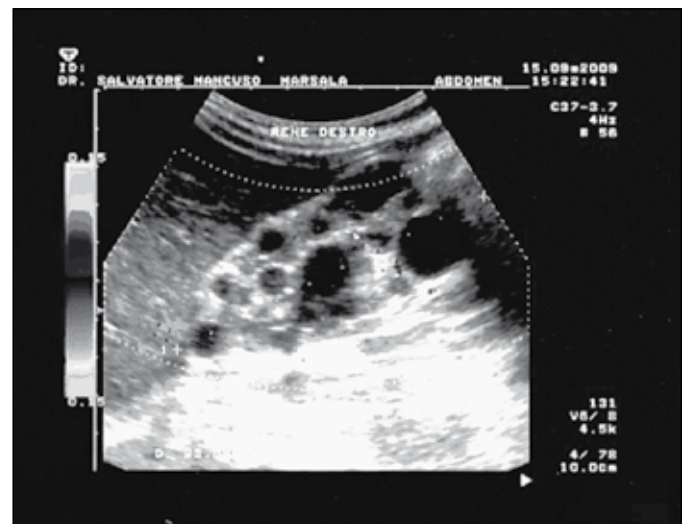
Caso clinico 3. Terzo studio ecografico. Ulteriore assottigliamento del mantello parenchimale, con scarsa differenziazione parenchimo-pielica e presenza di numerosi, centimetrici espansi cistici endofitici.
